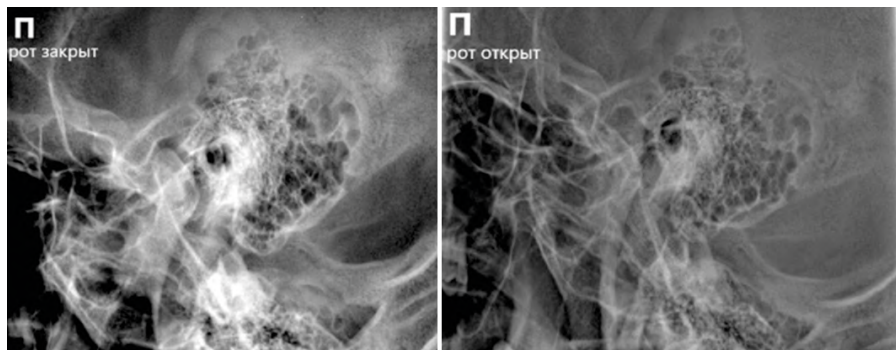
Рентгенограмма височно-нижнечелюстных суставов с закрытым и открытым ртом. Аксиолатеральная косая проекция (по Шюллеру)
